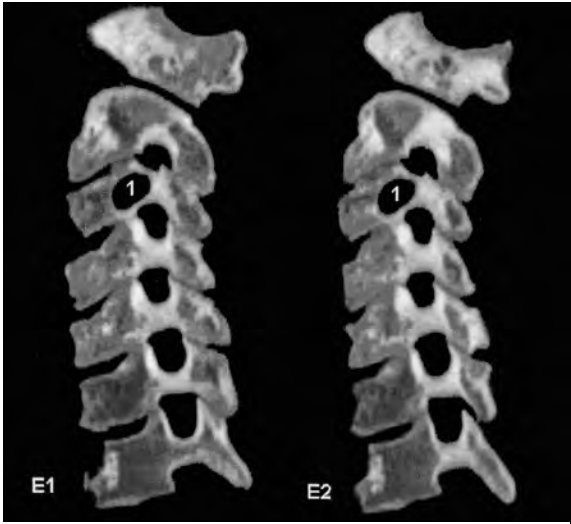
Tomografia computada amb plans laterals que permeten apreciar la dilatació de la cavitat.
